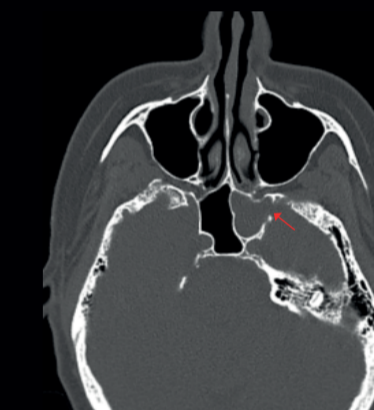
МСКТ околоносовых пазух. Аксиальная реконструкция; Fig. 2. CT, paranasal sinuses. Axial reconstruction.
